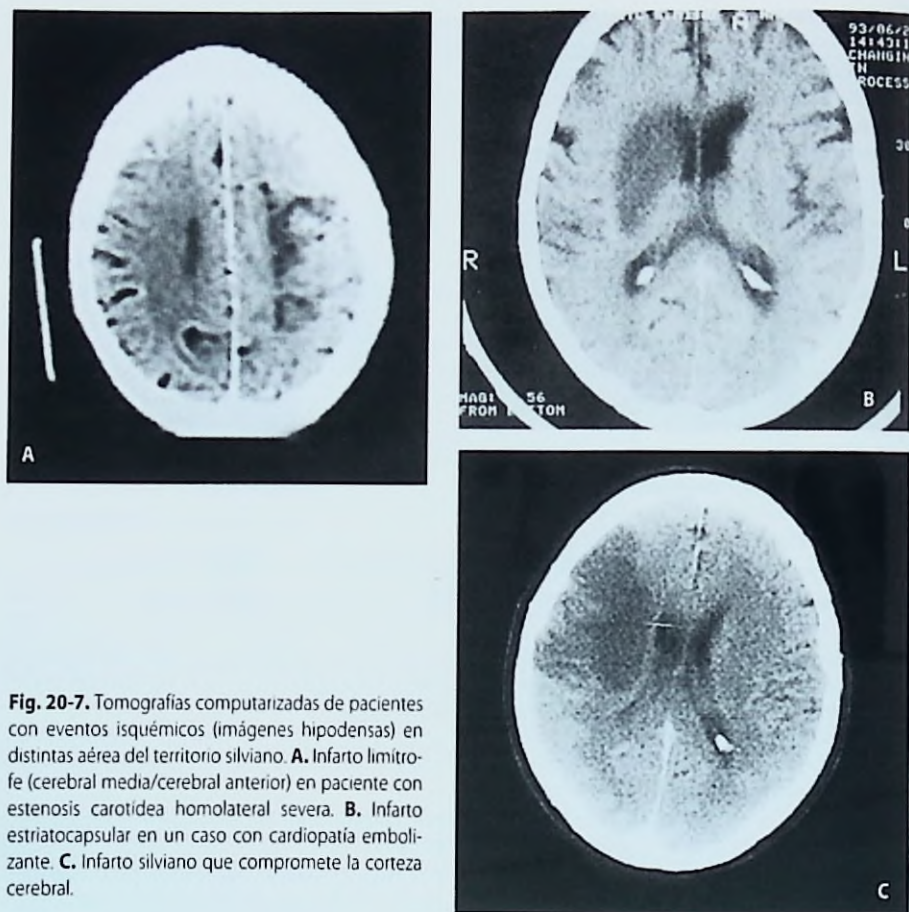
Tomografías computarizadas de pacientes con eventos isquémicos (imágenes hipodensas) en distintas áreas del territorio silviano. A. Infarto limitrofe (cerebral media/cerebral anterior) en paciente con estenosis carotídea homolateral severa. B. Infarto estriatocapsular en un caso con cardiopatía embolizante. C. Infarto silviano que compromete la corteza cerebral.
